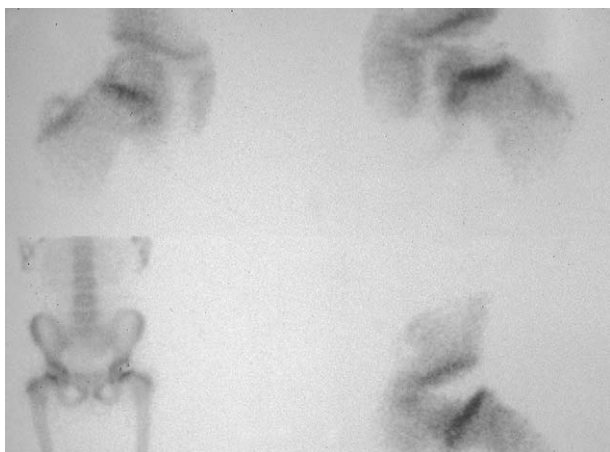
Aspect d'ostéochondrite primitive de hanche gauche, au début, sous la forme d'un « trou de fixation » à la scintigraphie.
